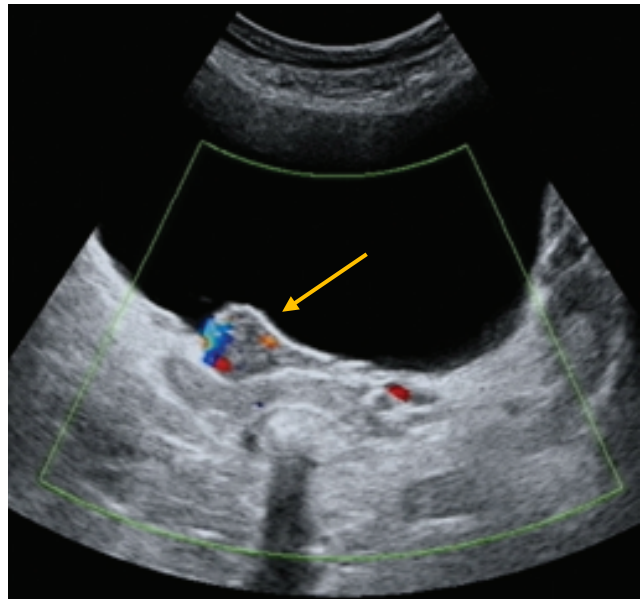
УЗИ мочевого пузыря. Стрелкой указана опухоль.
